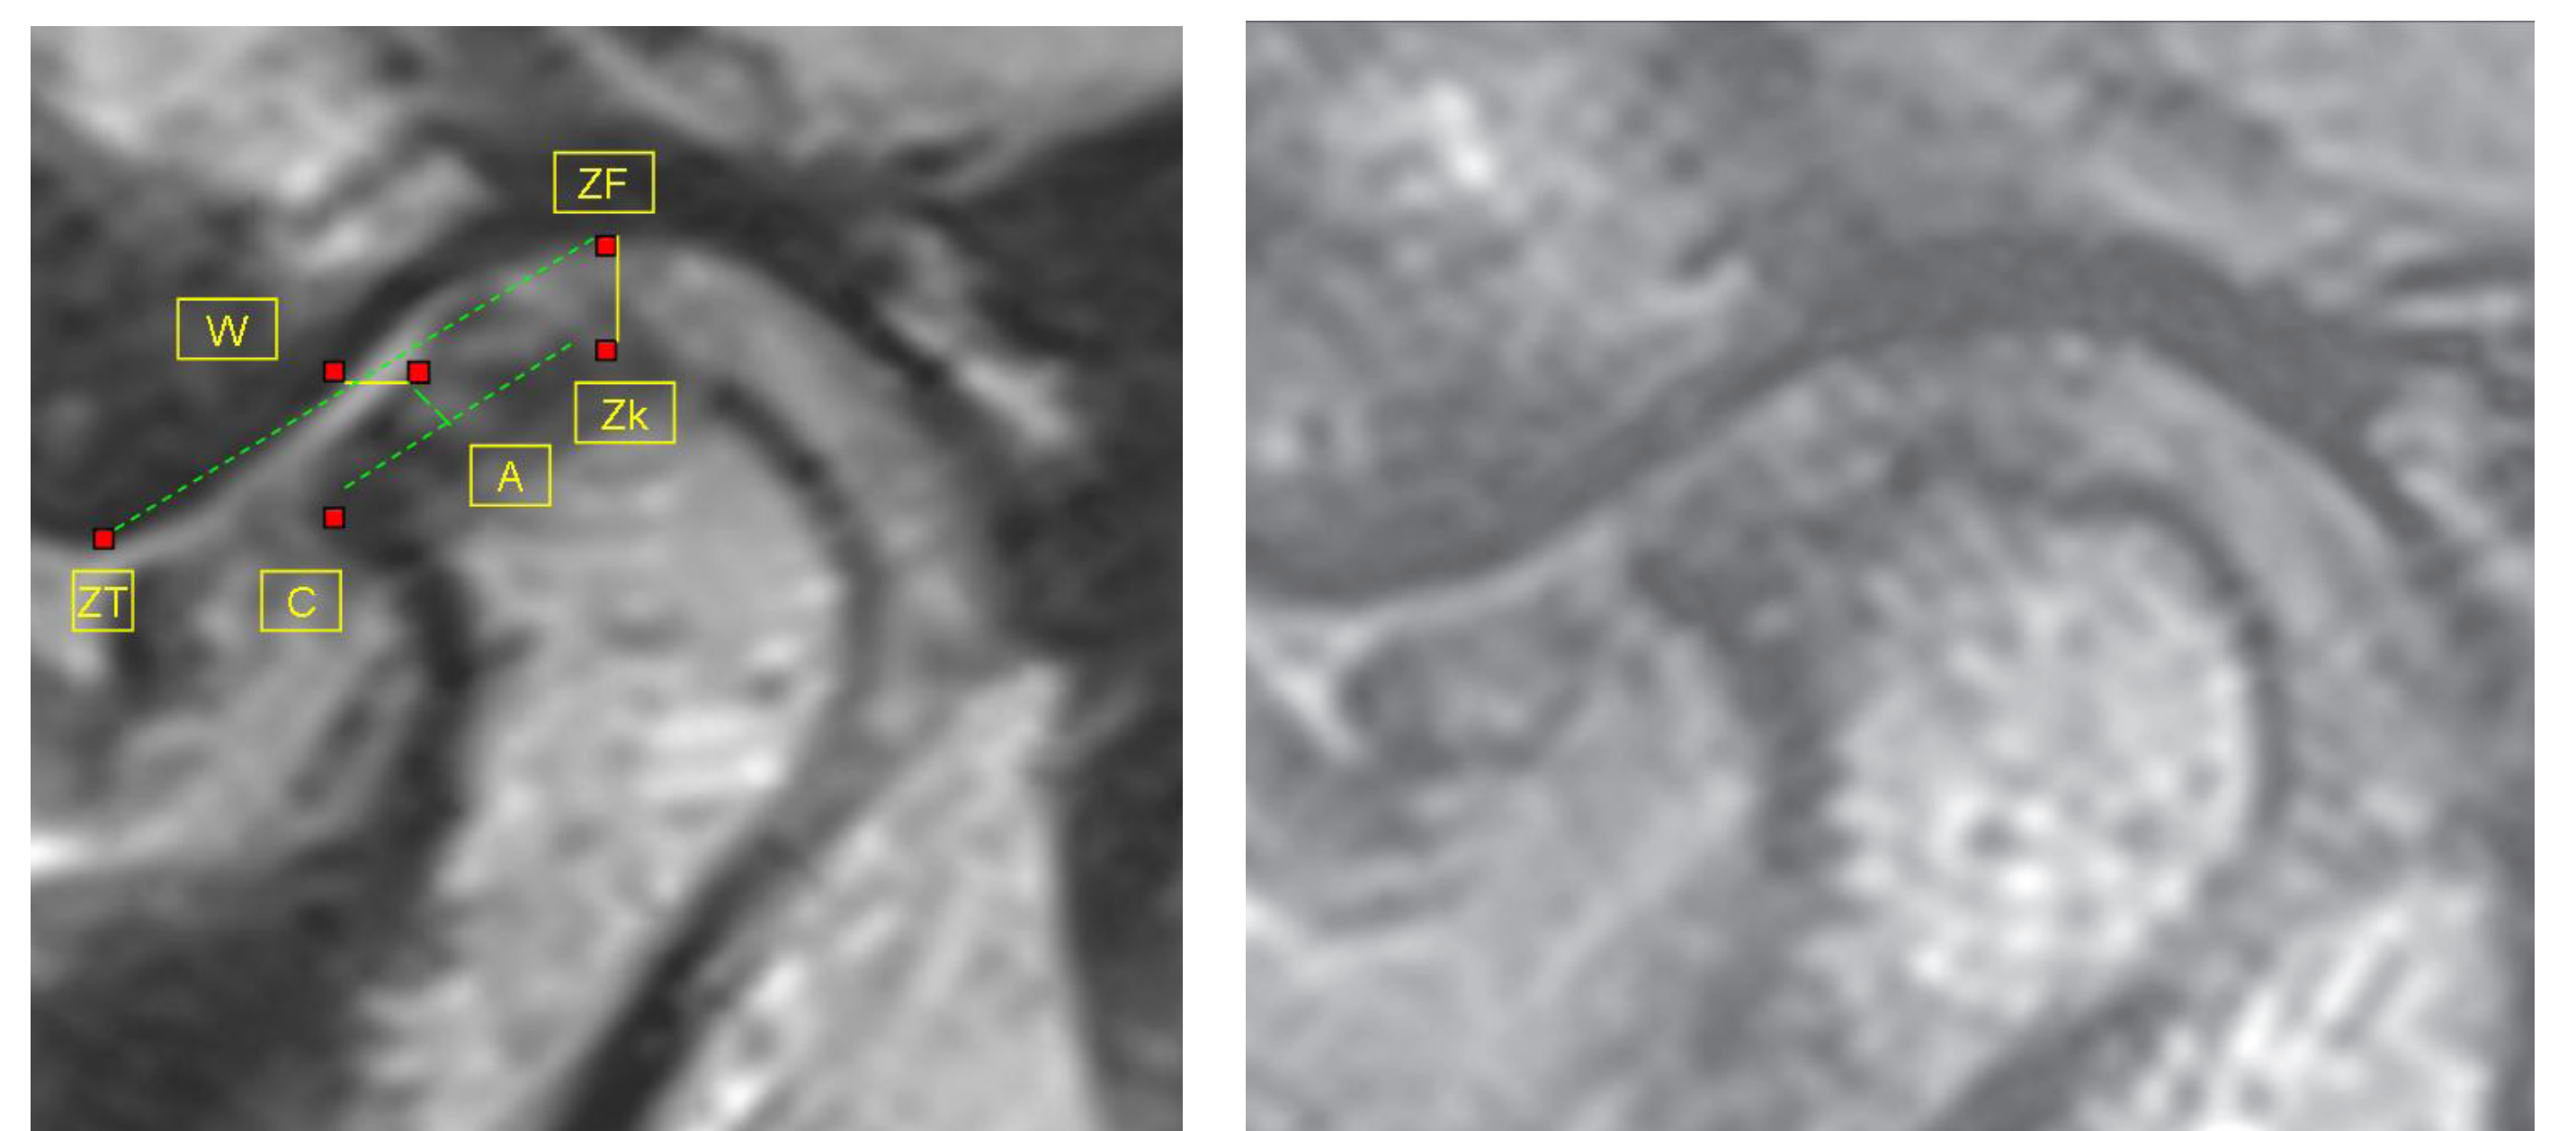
Sagittales MRT des zentralen Gelenkbereiches in abgesenkter DIR-Position und in Verschlüsselung auf der Pfeilspitze (RKP) zur Darstellung der Lage bzw. Form des Diskus in Relation zum Kondylus. Abb. 7: Abgesenkte DIR-Position, Abb. 8: RKP
